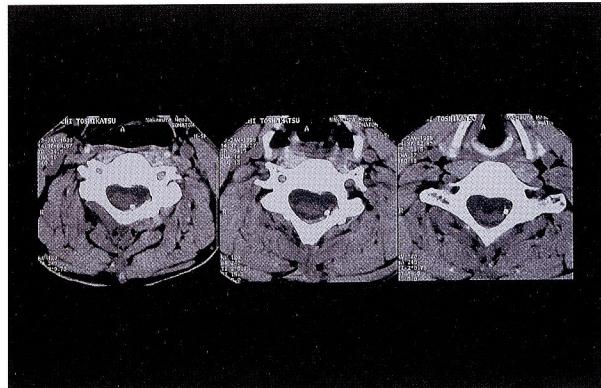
Post-operative cervical CT scans revealed reduction of compression and cyst-subarachnoidal shunt tube.
